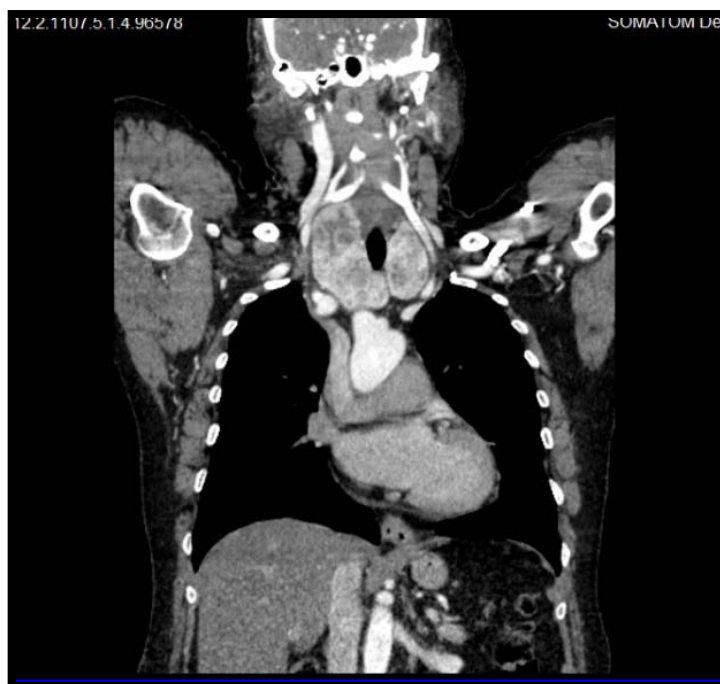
TDM cervicale en coupe coronale injectée, qui illustre les rapports du goitre avec les bronches du tronc supra aortique dans la région cervico-médiastinale (iconographie du service)
